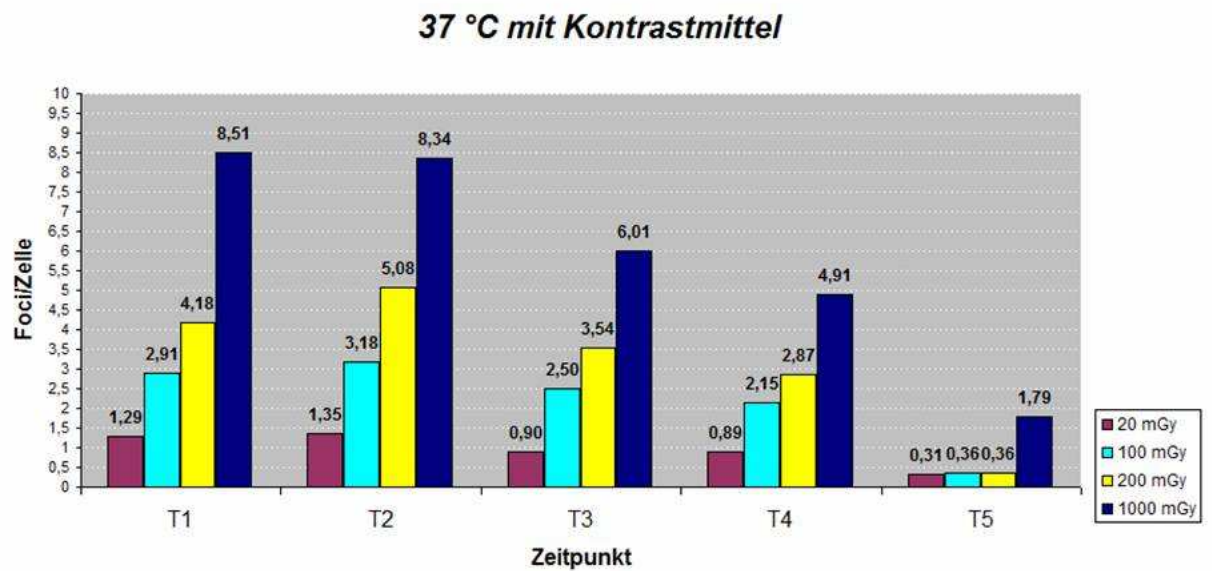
Kinetik der γ -H2AX-Foci pro Zelle nach applizierter Röntgenstrahlung in humanen Lymphozyten bei 37 °C und Kontrastmittelgabe. Jeder Balken ist der Mittelwert aus vier unabhängigen Zählungen mit jeweils mindestens 40 Zellen und 40 Foci.
